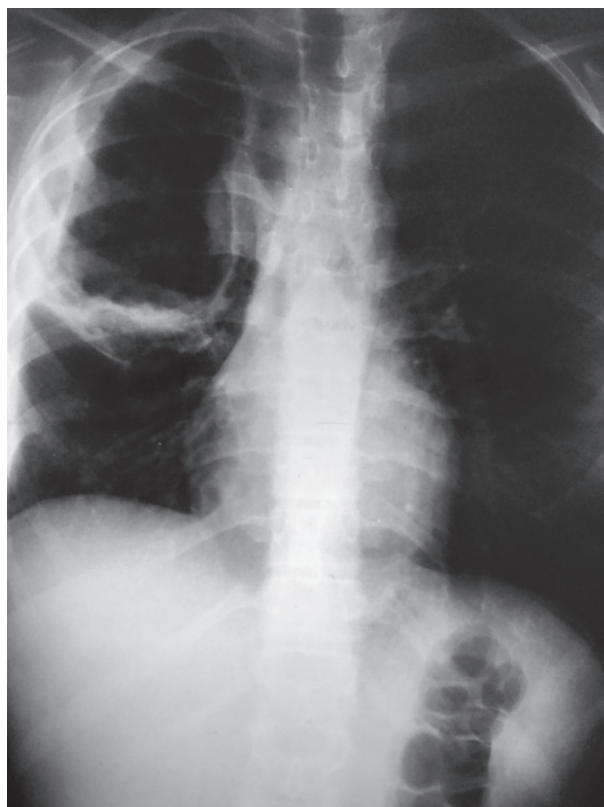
Radiografia de Tórax: lesão cavitária em terço superior à direita.
